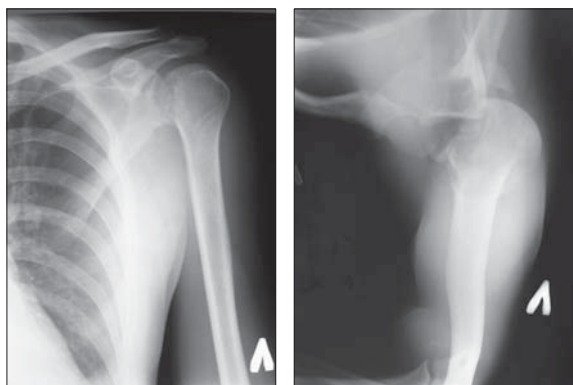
Рентгенограммы пациента Б. (в прямой и аксиальной проекции) до операции.
